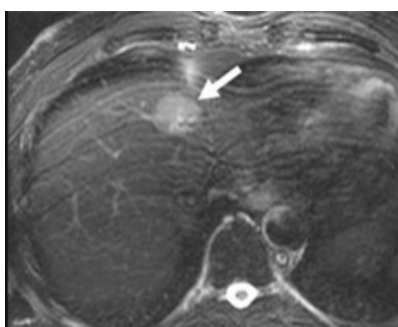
RMN a ficatului
